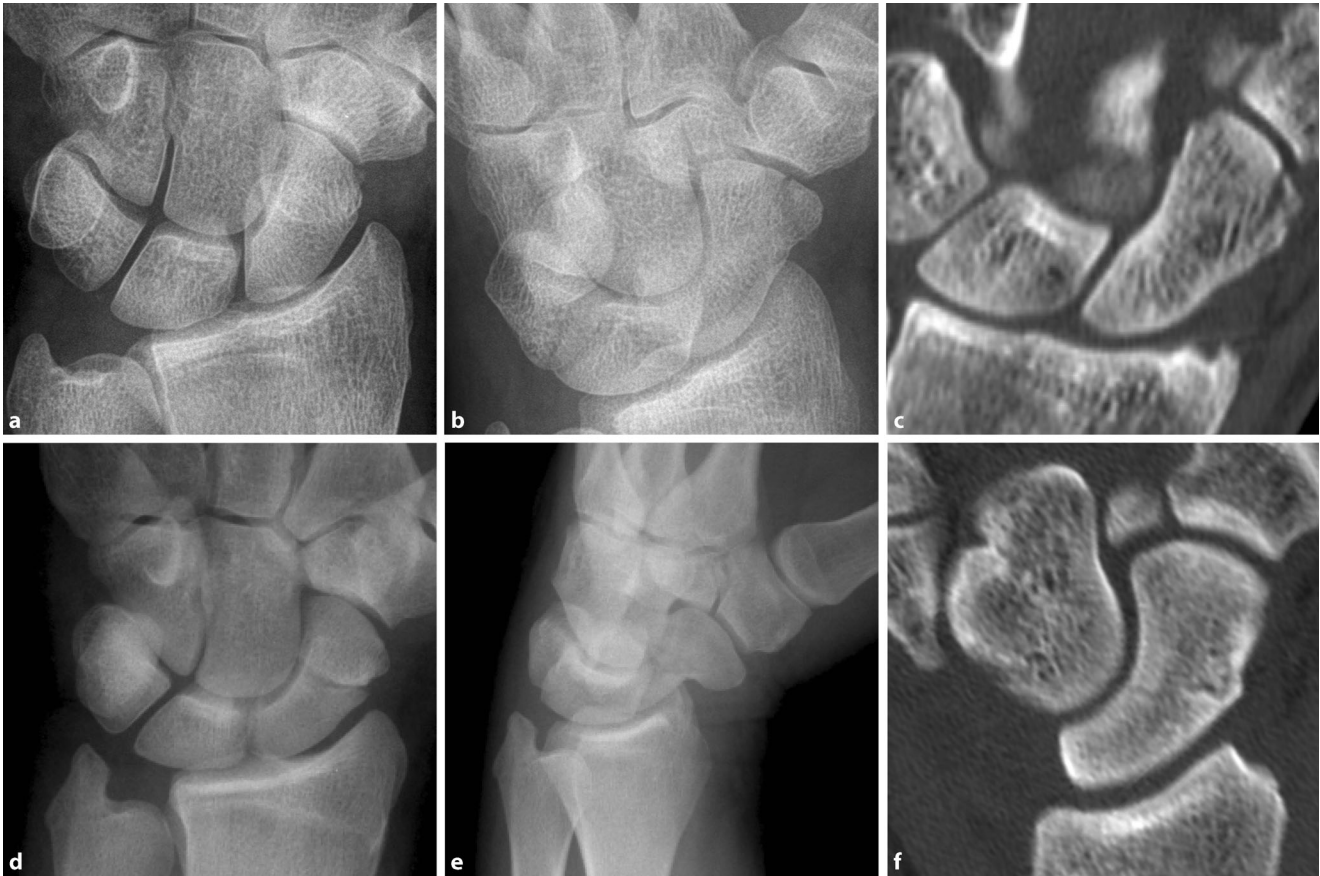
▲ Typ-A- und -B-Fraktur. Röntgen in a.-p. (a) und schräg (b), Fraktur des Tuberculum scaphoidei, Typ-A-Fraktur nach Herbert. c CT-Scan in koronaler Rekonstruktion, nichtdislozierte Fraktur des Tuberculum scaphoidei. Röntgen in a.-p. (d) und schräg (e), Fraktur des Halses des Skaphoids, Typ B nach Herbert. f CT-Scan in koronaler Rekonstruktion, nichtdislozierte Fraktur des Skaphoidhalses
